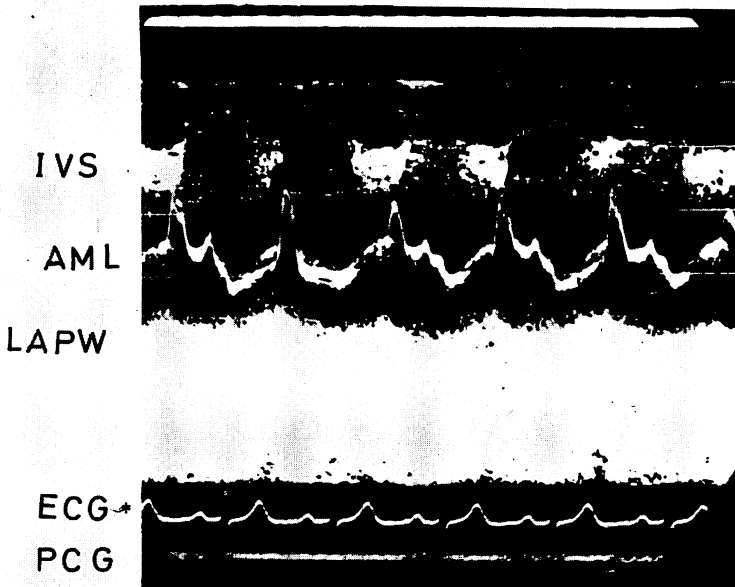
Echocardiography on March 10, 1975.
